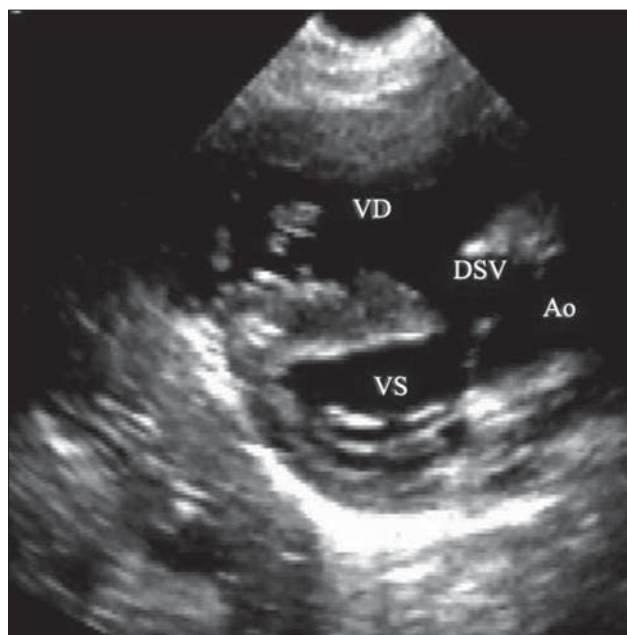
Tetralogie Fallot. Secțiune parasternal ax lung. DSV mare subaortic. Aorta călare pe septul interventricular. VD hipertrofiat.
